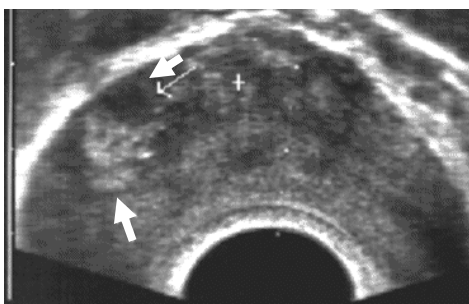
ТРУЗИ. Поперечный скан. Определяется неоднородность эхоструктуры предстательной железы, мелкие гиперэхогенные включения (стрелки). Хронический простатит
